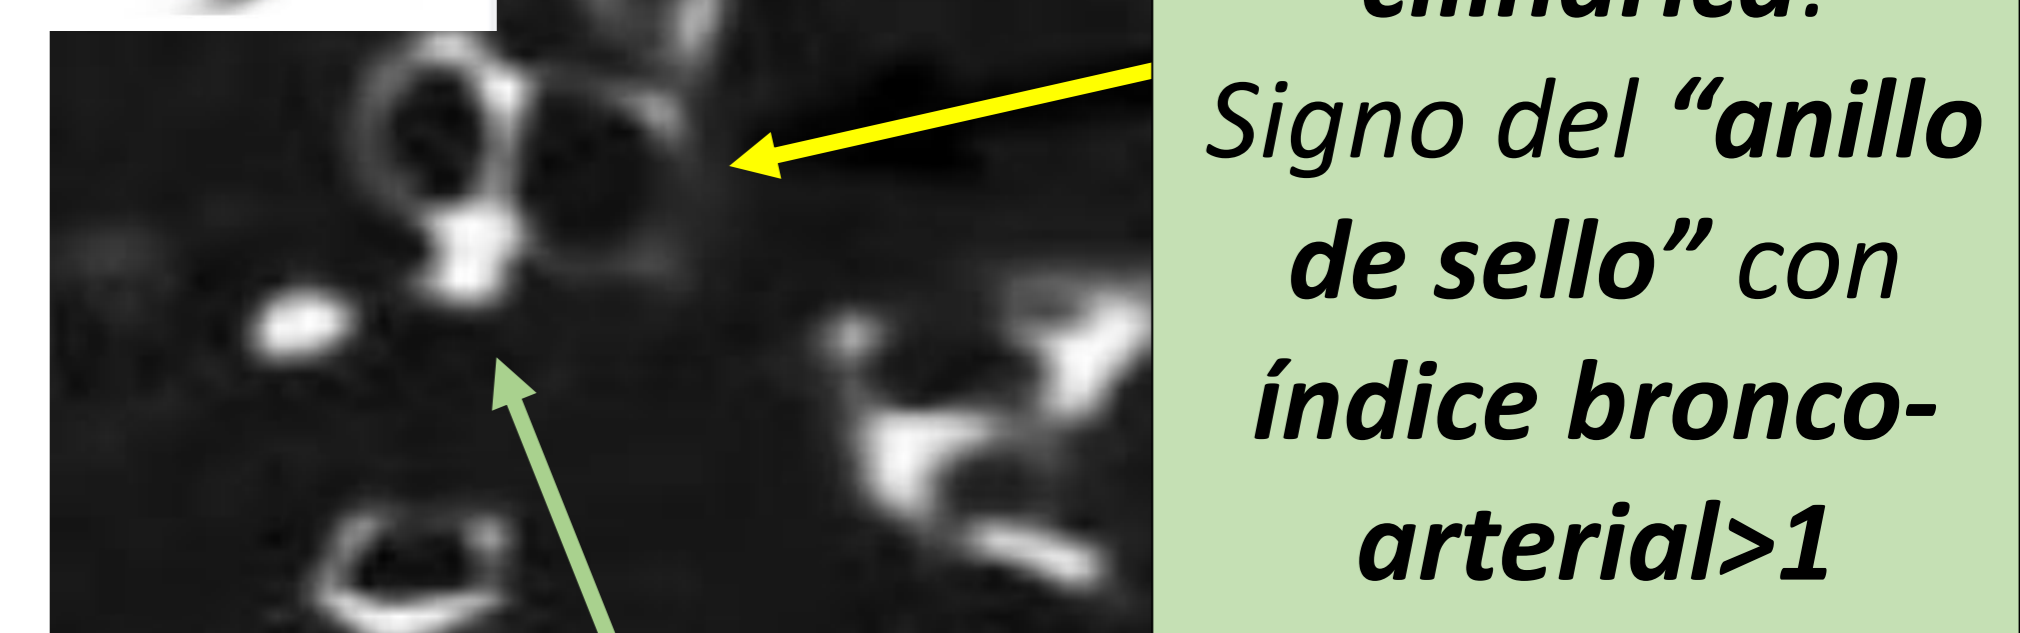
TC. BQ cilíndrica: Signo del "anillo de sello" con índice bronco-arterial >1
